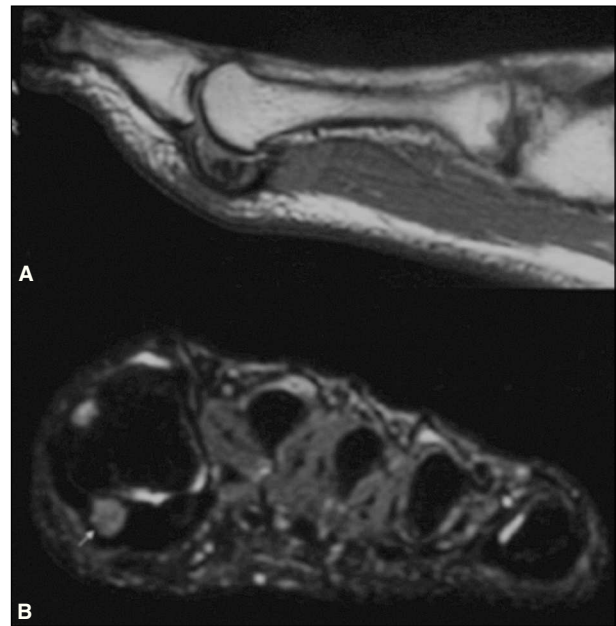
Imagen de resonancia magnética. A) Secuencia potenciada en T1 (SE T1). Incidencia sagital del pie. Se aprecia fragmentación del sesamoideo tibial con hipointensidad "baja señal" de los dos fragmentos, que es el dato que define típicamente la alteración vascular. B) Secuencia potenciada en T2 con supresión de la grasa (STIR). Incidencia axial del pie. Se aprecia hiperintensidad "señal alta" en sesamoideo medial (flecha) sin alteraciones de la señal de las partes blandas adyacentes.
